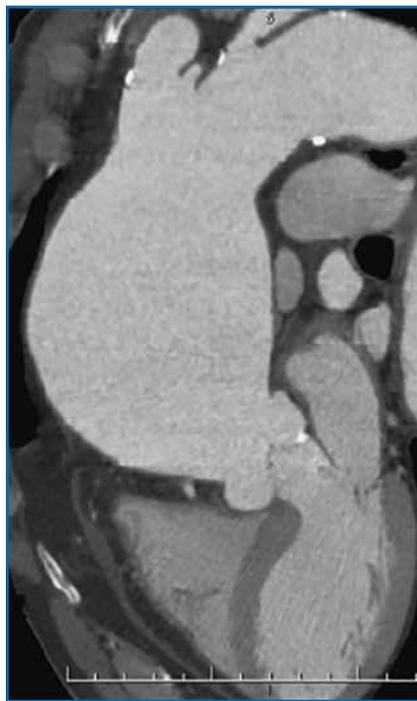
Angio-TDM thoracique montrant une dilatation anévrismale majeure de l'aorte ascendante prédominant au segment 1.
